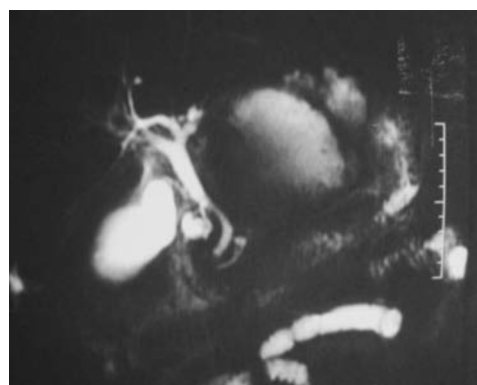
Imagem de ressonância magnética hepato-biliar. Destacam-se na porção esquerda da área hepática 2 coleções líquidas, que são os abscessos hepáticos localizados no lobo esquerdo do fígado.
